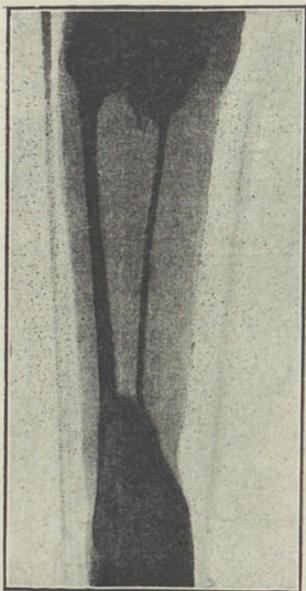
3.ª radiografia aos 219 dias
